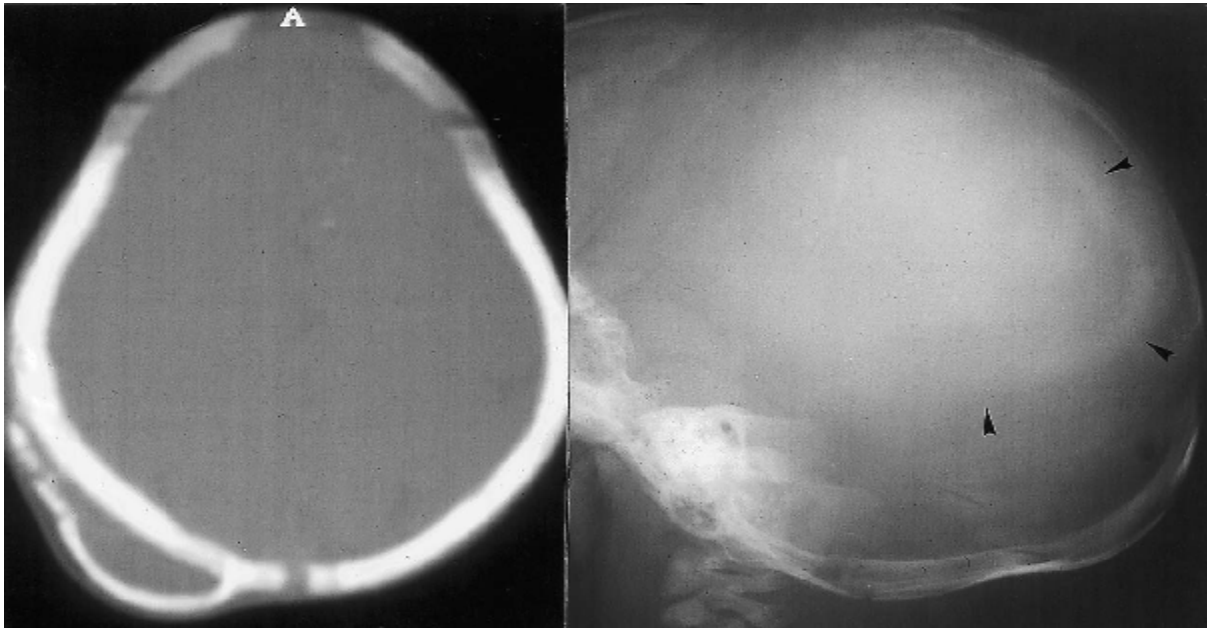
Céphalhématome calcifié à la TDM (A) et à la radiographie standard (flèches) [27]
